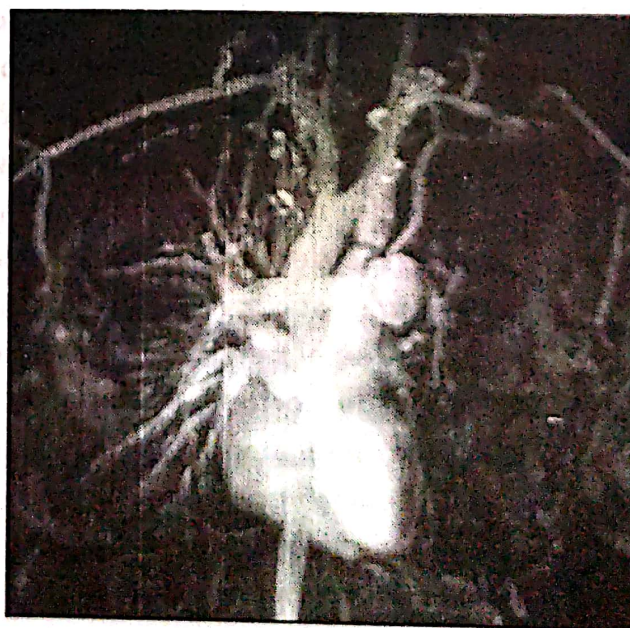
Examen RMN cord pulmon - incidenta sagitală - coarctăție de aortă istmică cu anevrism post coarctăție.
